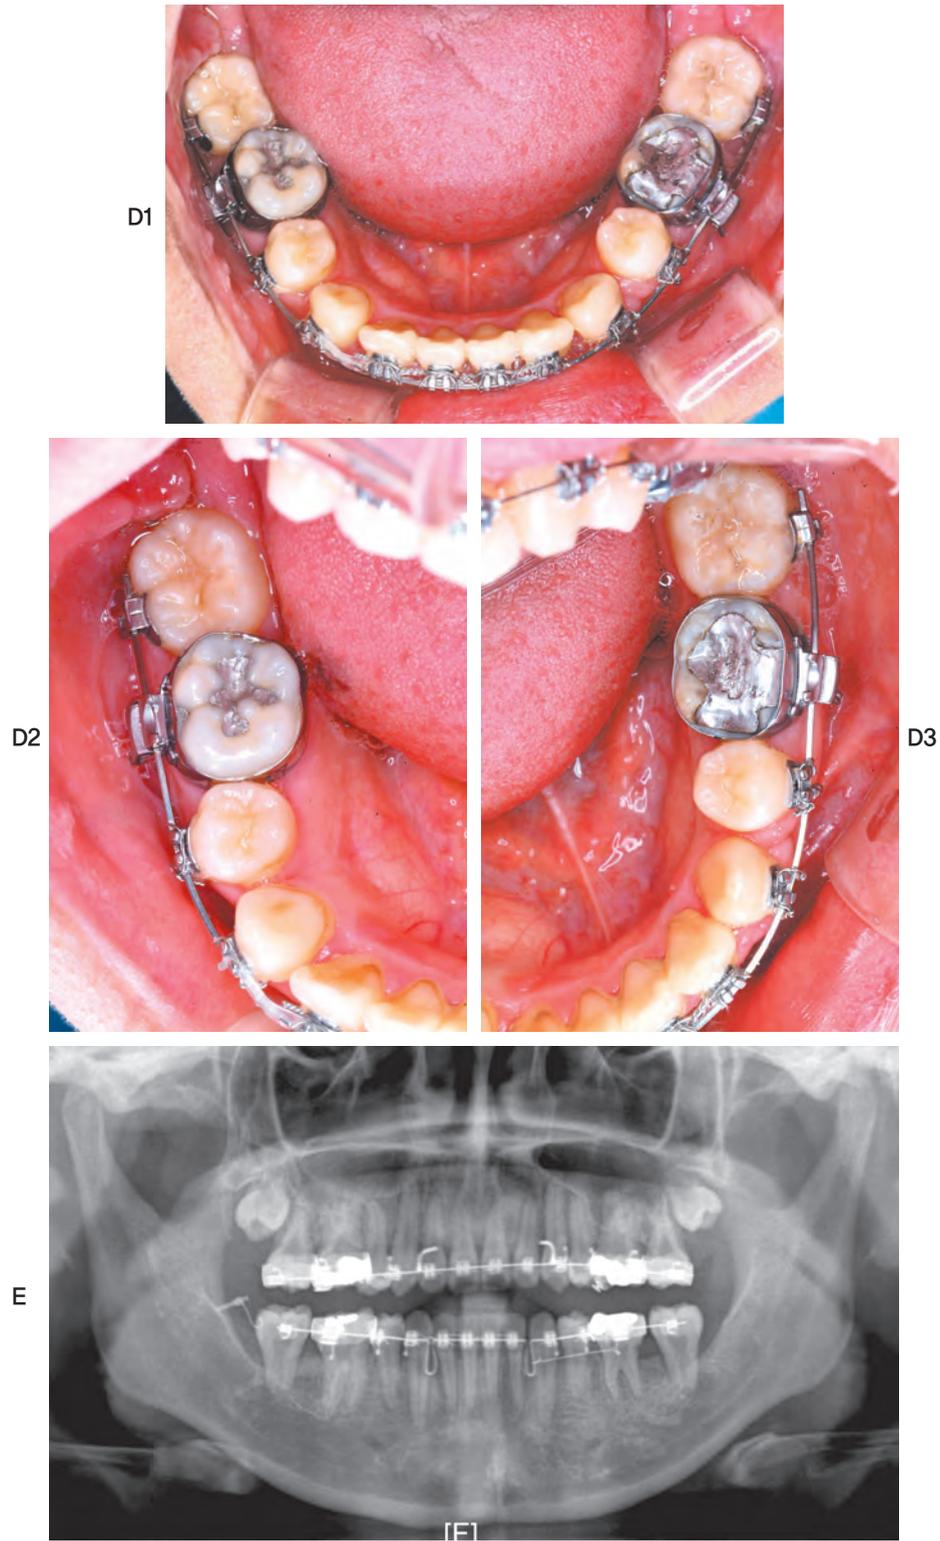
(계속) D, 치료 8개월 구내 사진. E, 치료 10개월 파노라마 방사선 사진-직립이 얻어졌다. (계속)
